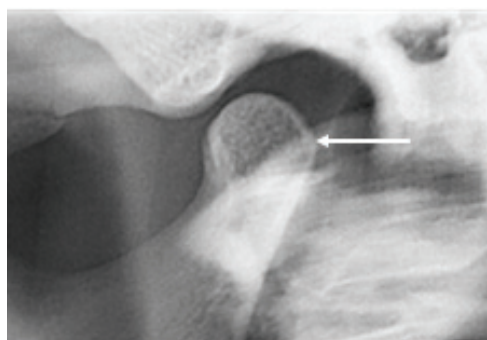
Radiographie du condyle mandibulaire
